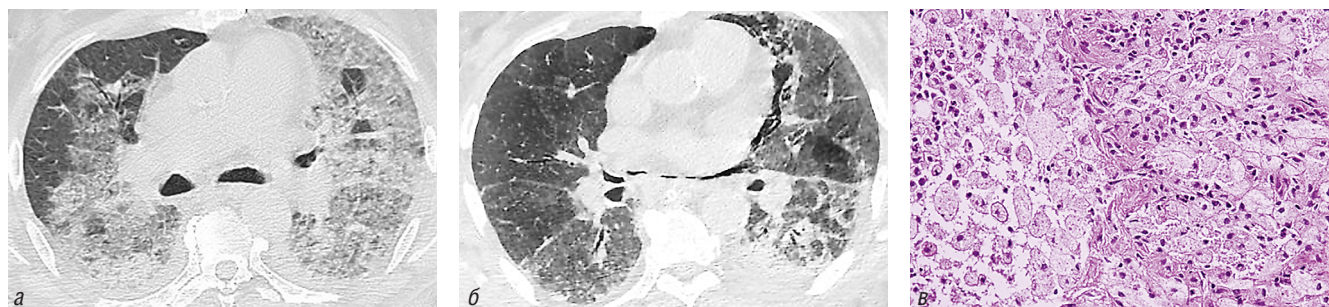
Пациент З., 79 лет. Нарастающая одышка и кровохарканье, длительный прием высоких доз амиодарона. На компьютерной томограмме в легочном электронном окне от 31.03.2018 г. (а) определяются двусторонние субплевральные интерстициальные изменения (КТ-картина «матового стекла»), локализирующиеся как в субплевральных, так и в ядерных отделах. При динамическом наблюдении 05.04.2018 г. (б) — частичный регресс двусторонней интерстициальной инфильтрации, выявлен фокус альвеолярной инфильтрации в нижней доле справа, пневмомедиастинум. При морфологическом исследовании (в) — пенистые макрофаги, проявления неспецифической интерстициальной пневмонии
